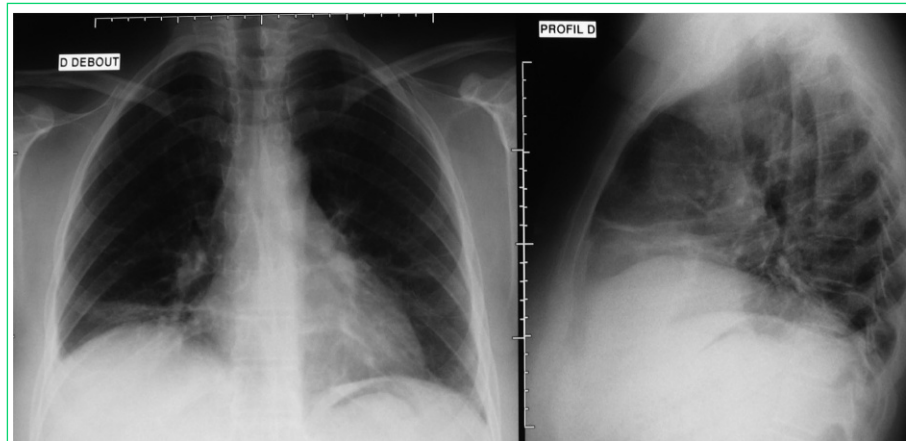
Radiographie thoracique debout de face et de profil montrant un aspect de *shrinking lung syndrome* avec une ascension des coupes diaphragmatiques et une réduction des volumes pulmonaires.
